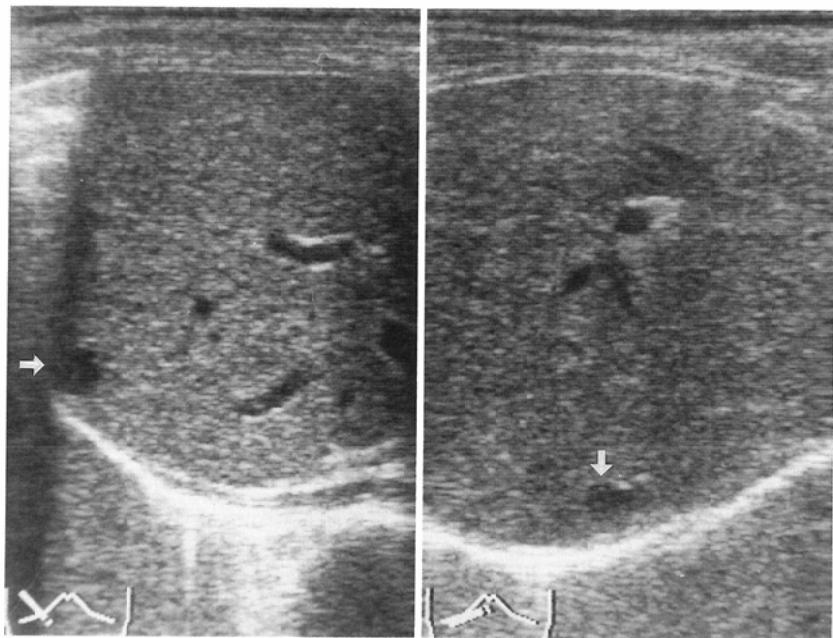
The first ultrasonogram : Intercostal & subcostal scans show a cyst-like mass (white arrow) in the posterior superior segment of the right hepatic lobe.
